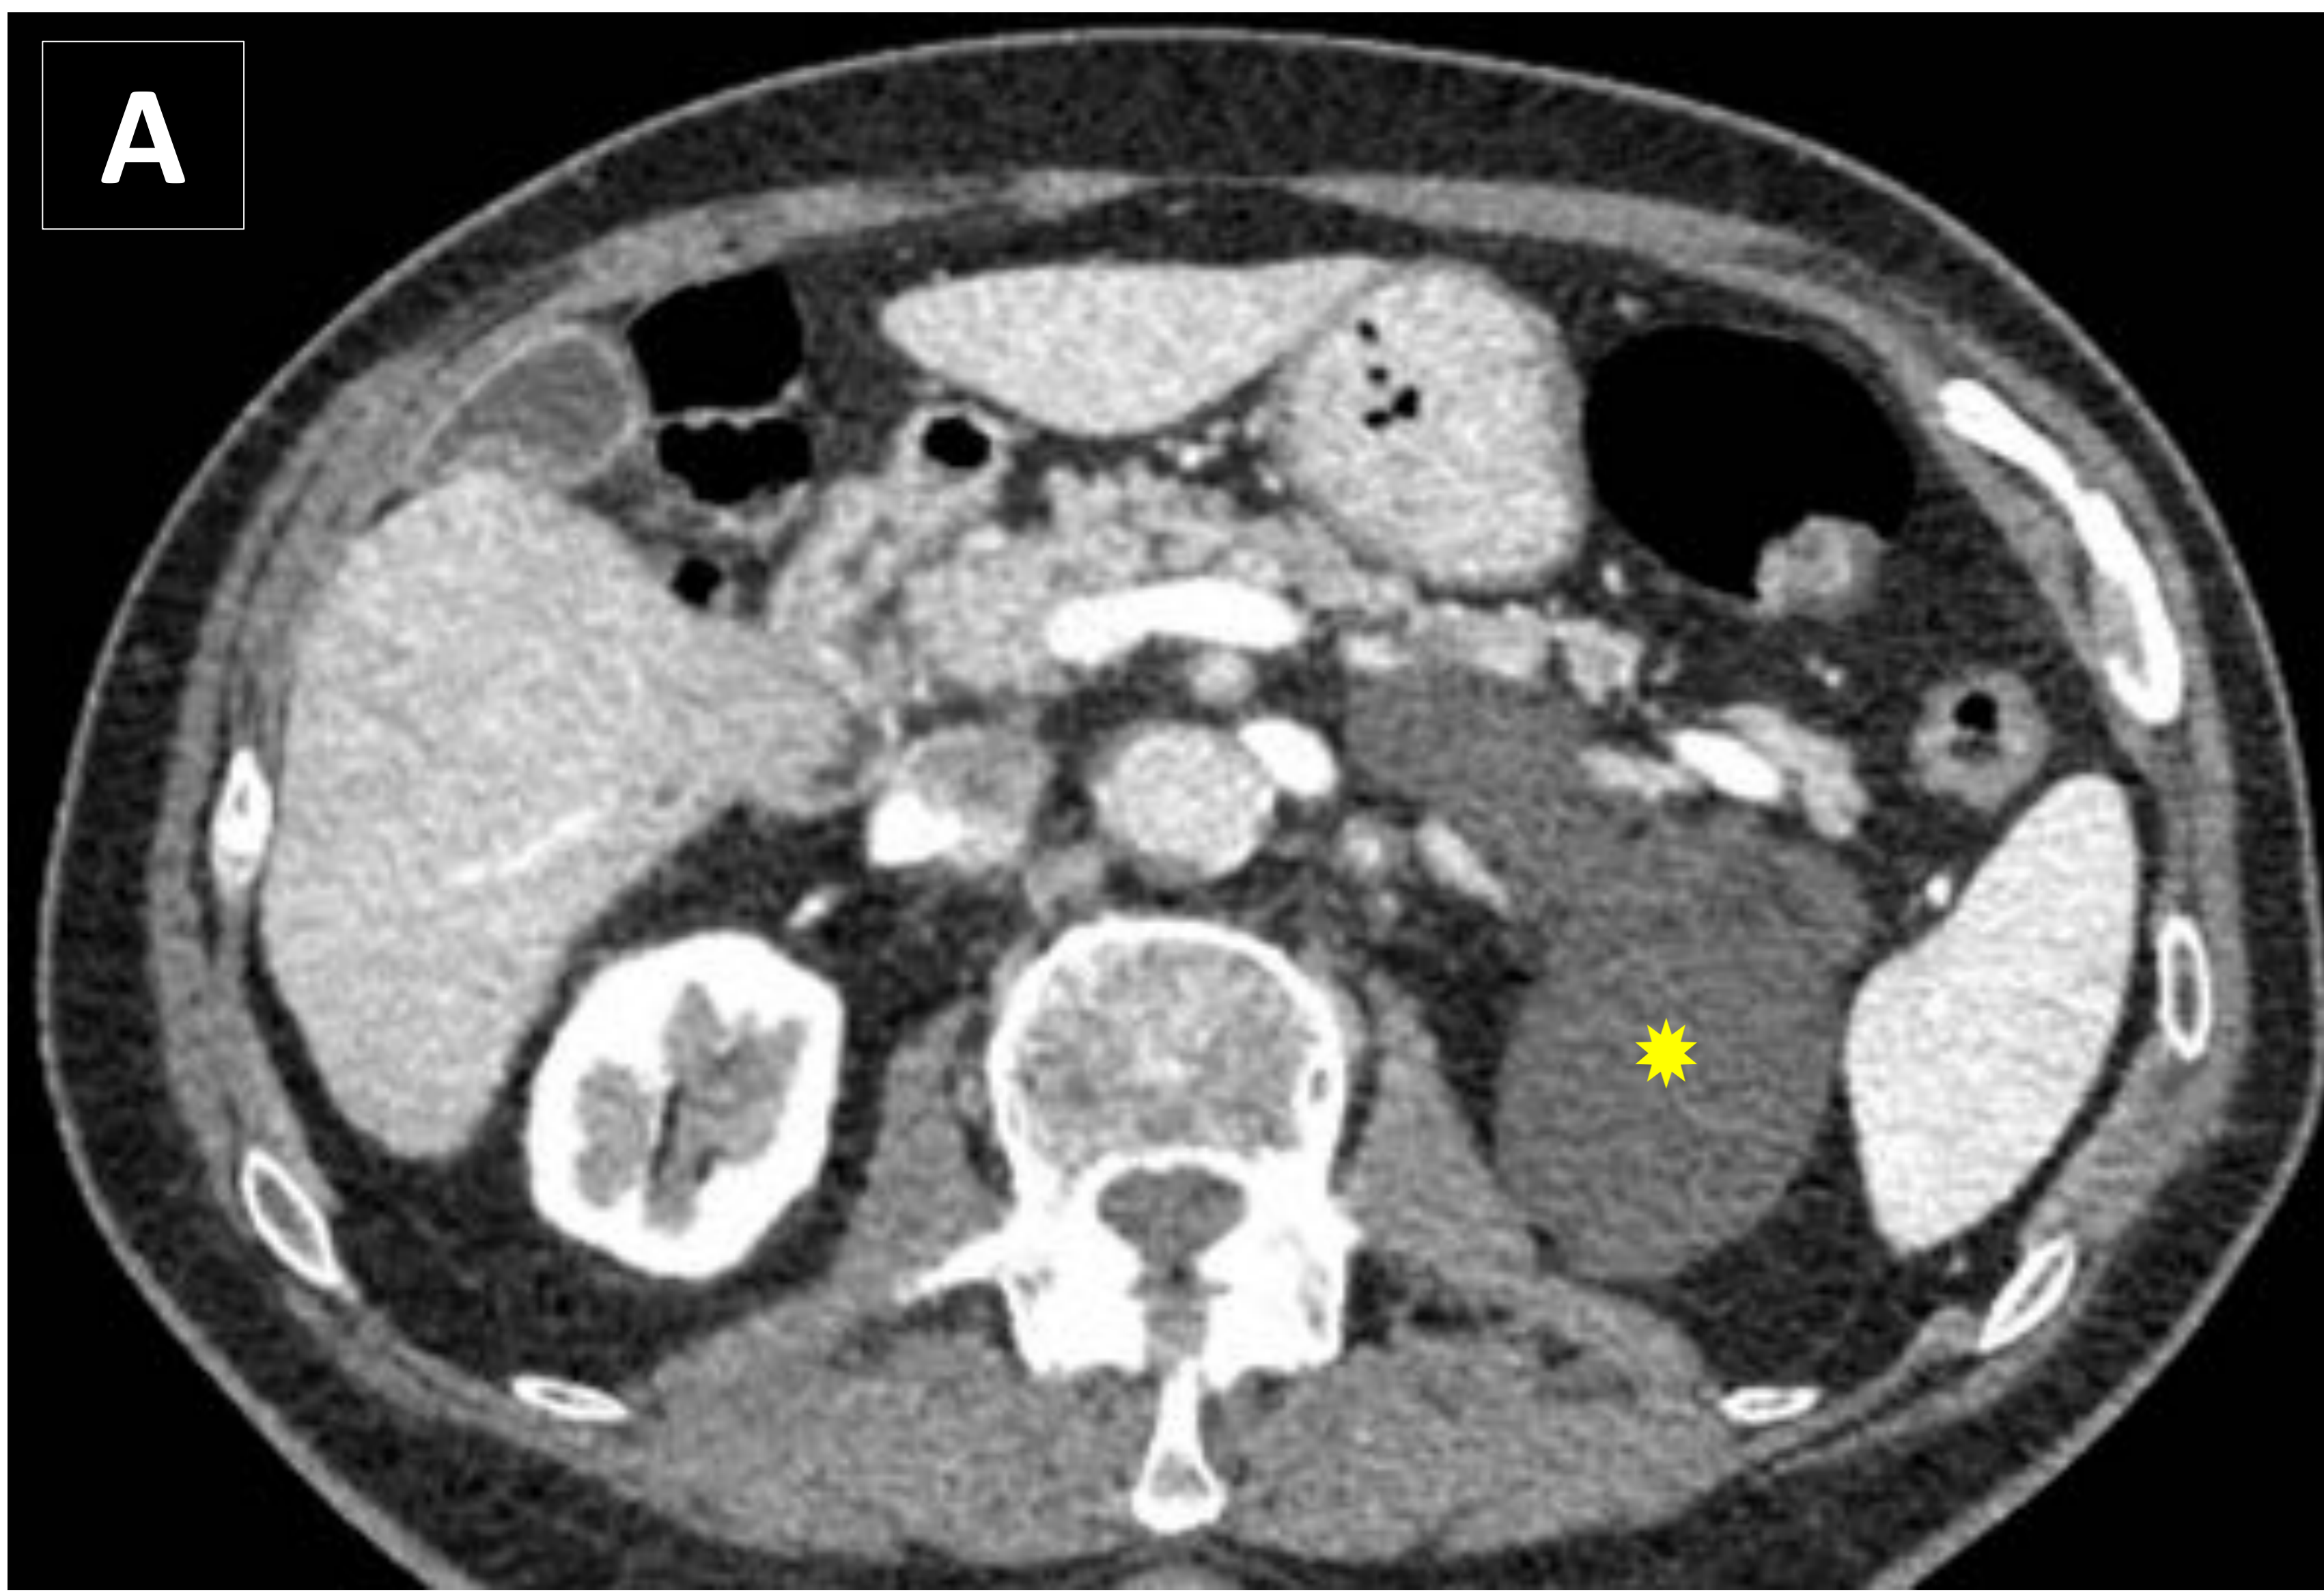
LINFANGIOMA QUÍSTICO RETROPERITONEAL. Paciente varón de 74 años como hallazgo incidental en TC con contraste en fase portal (A) se observa una lesión hipodensa de gran tamaño, bien definida, en íntima relación con el cuerpo y cola del páncreas. En T2 TSE (B) se observa que la lesión es de alta señal, en el T2 SPAIR (C) se delimita mejor la lesión de la grasa suprimida circundante y en el estudio de RM con contraste (D) se evidencia ausencia de captación tanto del interior de la lesión como de sus paredes (asterisco amarillo). Dada la naturaleza benigna de esta lesión, ha seguido controles evolutivos manteniéndose estable en 8 años.
